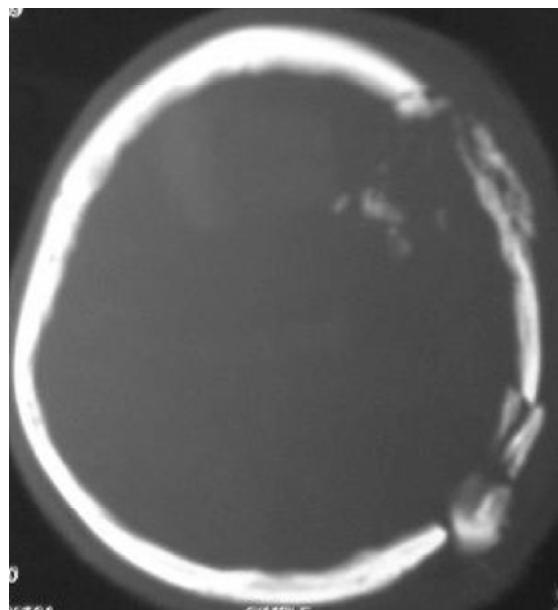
TC que muestra fracturas multifragmentarias por herida por proyectil de arma de fuego.
